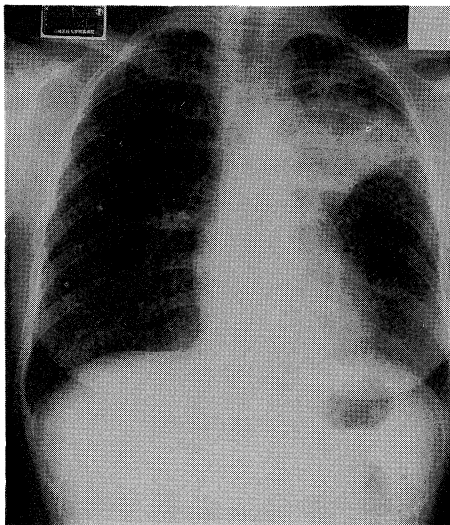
Chest X-ray film on admission
